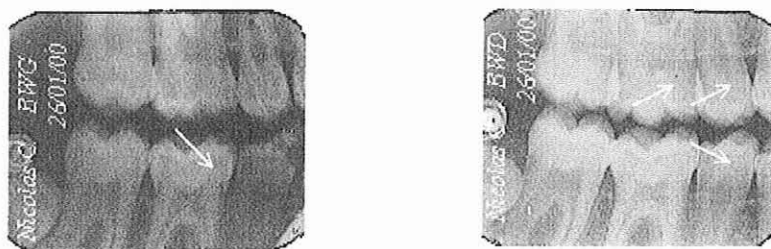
Bitewings – Observation n°5
